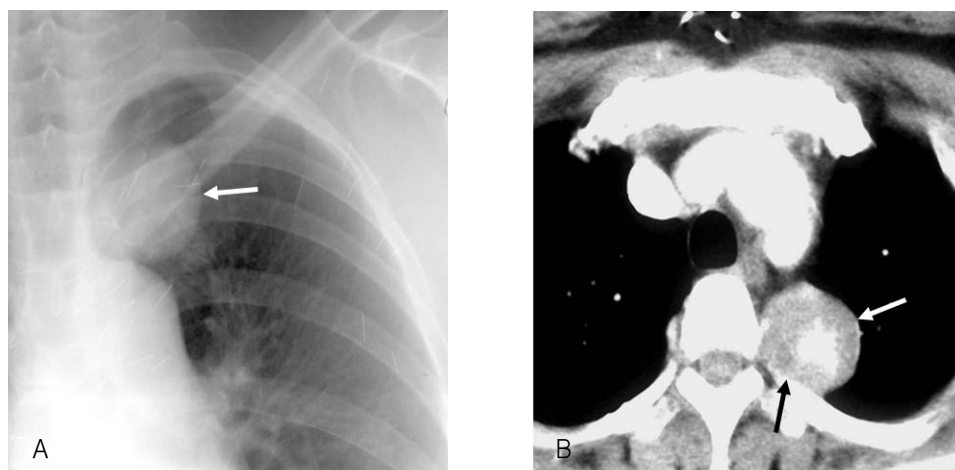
Neurilemmoma arising from the intercostal nerve (an extrapleural lesion). Chest radiography (A) and CT (B) show a partly well defined mass (white arrows) in the supra-aortic area. The visualized border is pencil-sharp. The rib erosion adjacent to the lesion suggests its extrapleural origin (black arrow on B).
